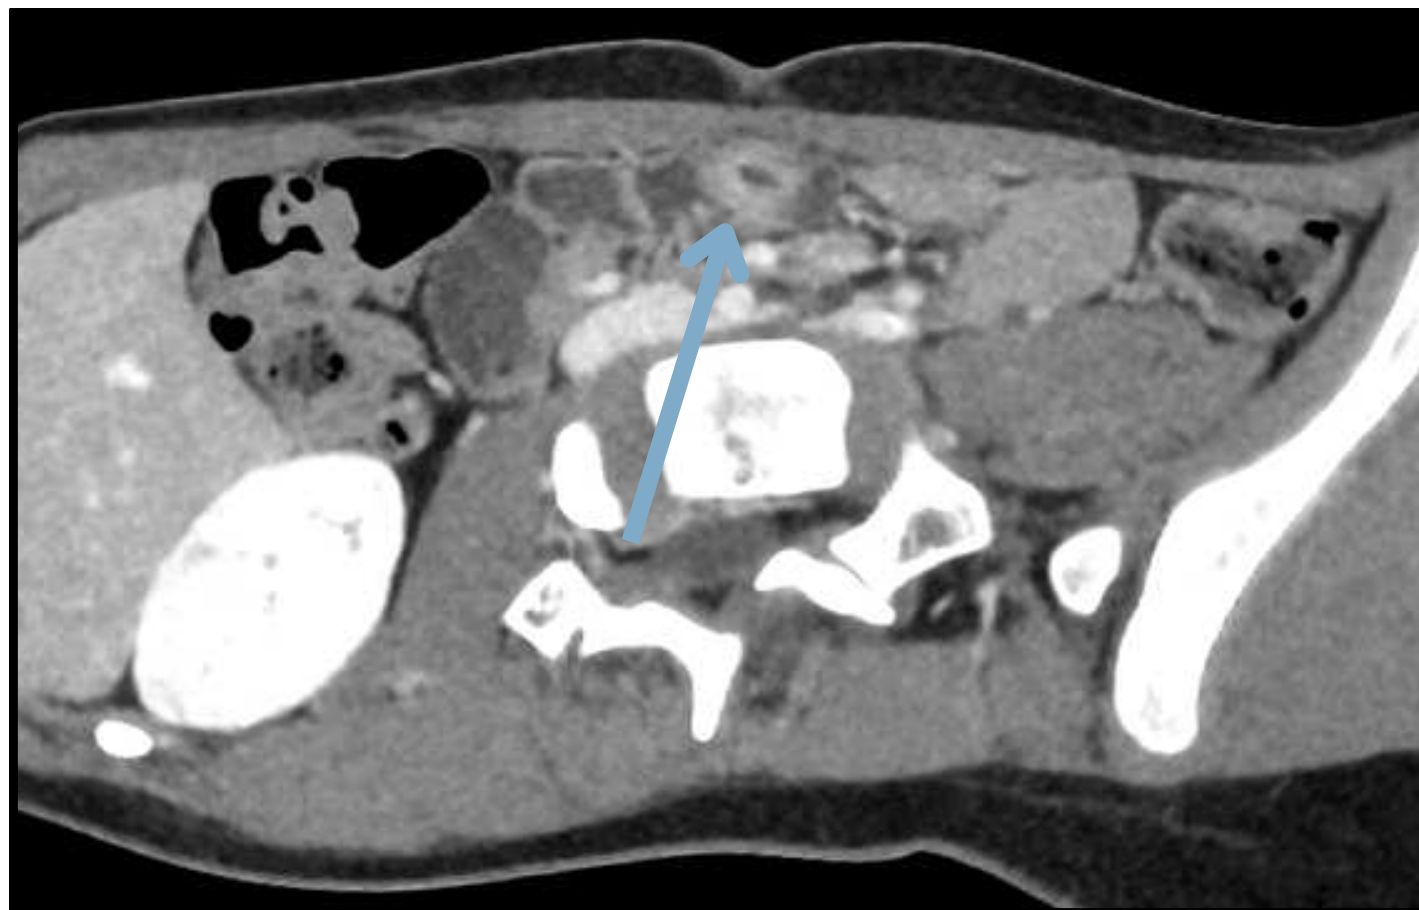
Niña de 7 años. Dolor abdominal cólico de 3-4 días de evolución que se había iniciado a las 24 horas del alta por enteritis aguda de probable etiología viral, con fiebre y vómitos. Ecografía abdominal: se identifica a nivel retroumbilical una estructura tubular con engrosamiento parietal (*flechas*) que aparentemente acaba en fondo de saco y que presenta estrecha relación con asas ileales adyacentes. No se identifican imágenes sugestivas de invaginación intestinal. Se completa estudio mediante TC abdómino-pélvica con contraste intravenoso (TC AP con CIV) → *cortes axial, coronal y sagital* →
